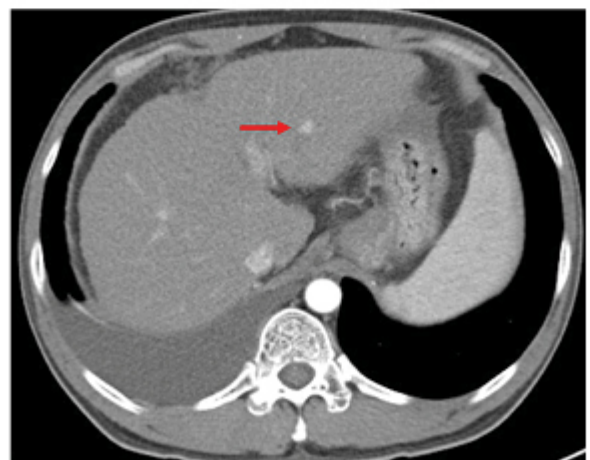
(A). 치료전 동맥기 CT. S2에 초음파검사상 보이지 않는 조영증강되는 1cm 이하의 간암이 관찰된다(화살표).
